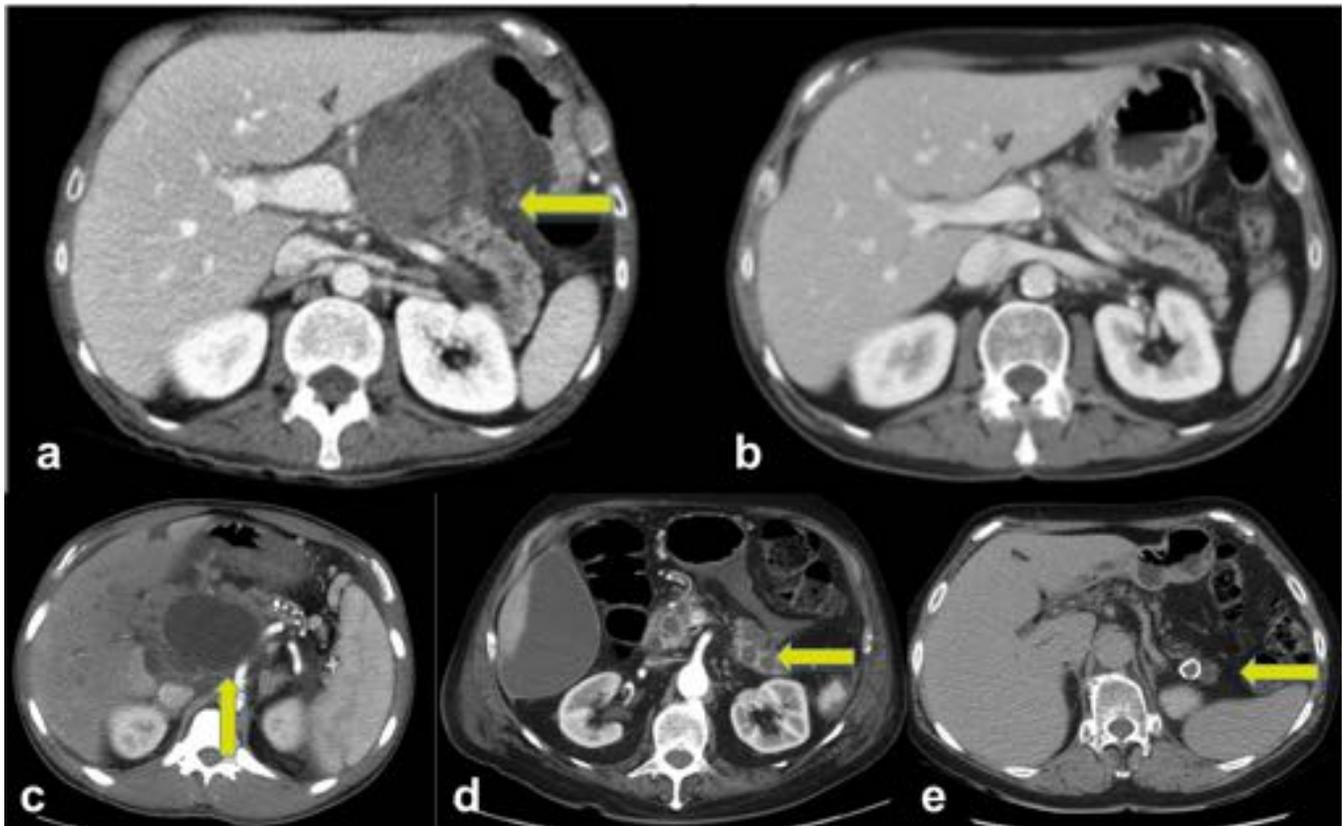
a) Paciente de 55 años con antecedente de pancreatitis aguda grave. En la TC, se identifica una lesión macroquística uniloculada con contenido hiperdenso en su interior en relación con pseudoquiste hemorrágico. b) TC de control a los 6 meses con resolución del mismo. c) Gran pseudoquiste en la cabeza del páncreas que comprime el duodeno. d) Múltiples pequeños pseudoquistes en la cola pancreática. e) Pequeño pseudoquiste calcificado.
